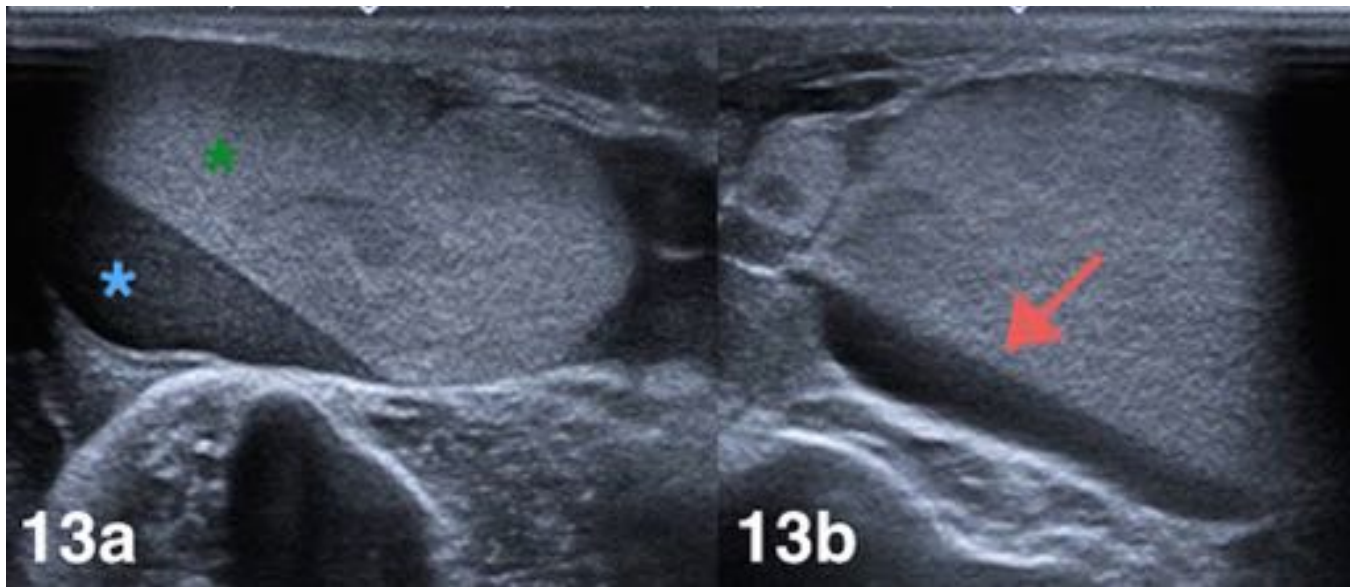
Bultoma de reciente aparición en miembro superior tras traumatismo con fricción. 13a y 13b) Gran colección lobulada entre el tejido celular subcutáneo y los planos musculares, de contenido líquido denso (asterisco verde) con ecos móviles y nivel líquido-líquido (flecha roja), sin flujo Doppler interno, en relación con seroma de Morel Lavallée.
